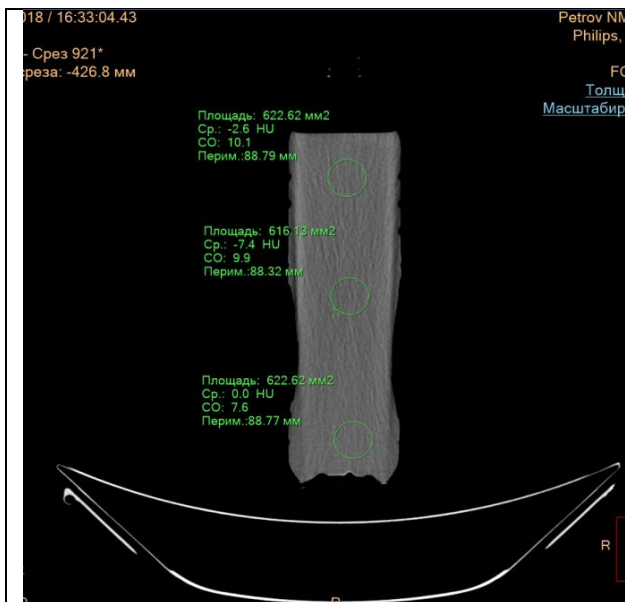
КТ-скан фантома с водой (1,5л). В центральной зоне (х - центр ротации системы) плотность составляет - 7,4НУ, в верхней периферической зоне - 2,6НУ, в нижней периферической зоне 0,0НУ.
